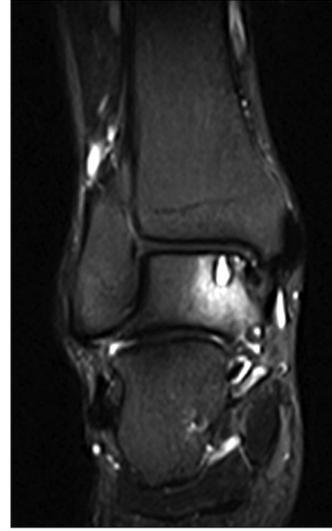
Magnetic resonance imaging shows bone marrow edema and bone cyst of the talus.
